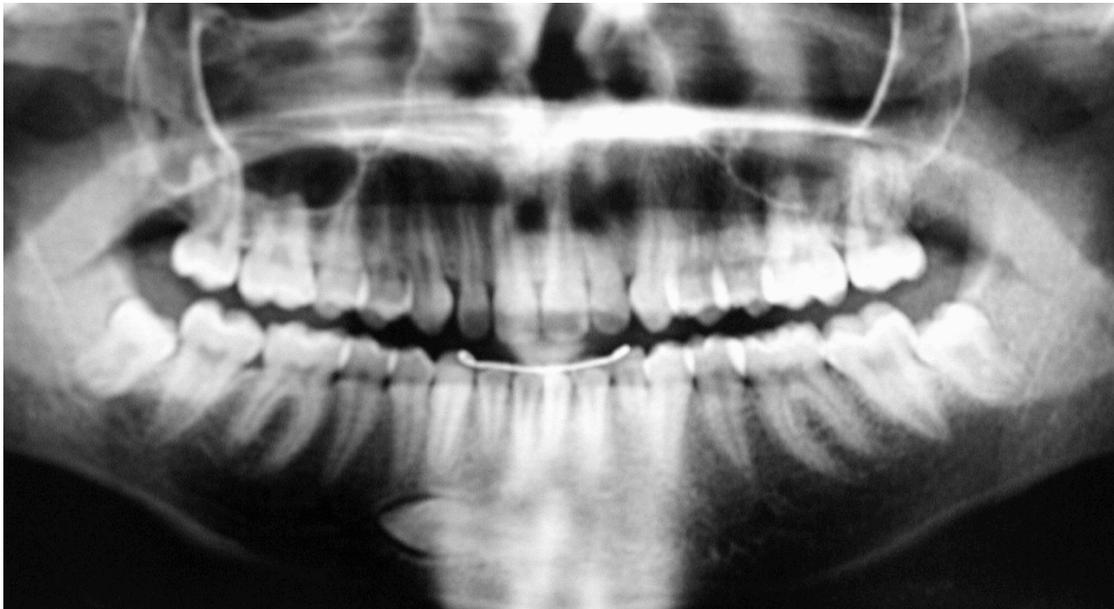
Ortopantomografía, canino inferior 33 transmigrado. Observamos en la imagen el canino temporal ocupando su lugar.
